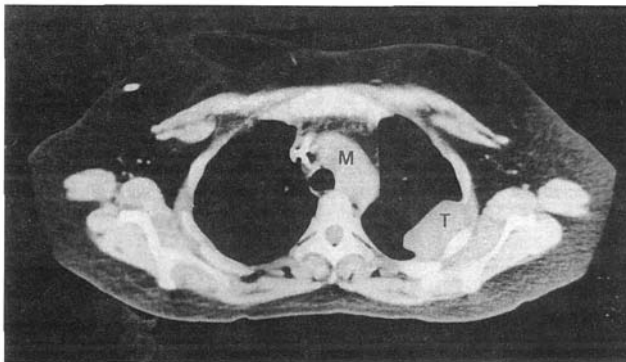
Tomografía Axial Computada de tórax con Imagen nodular pleuropulmonar. Mediastino e intersticio pulmonar normales. (T = Tumoración) (M = Mediastino)
